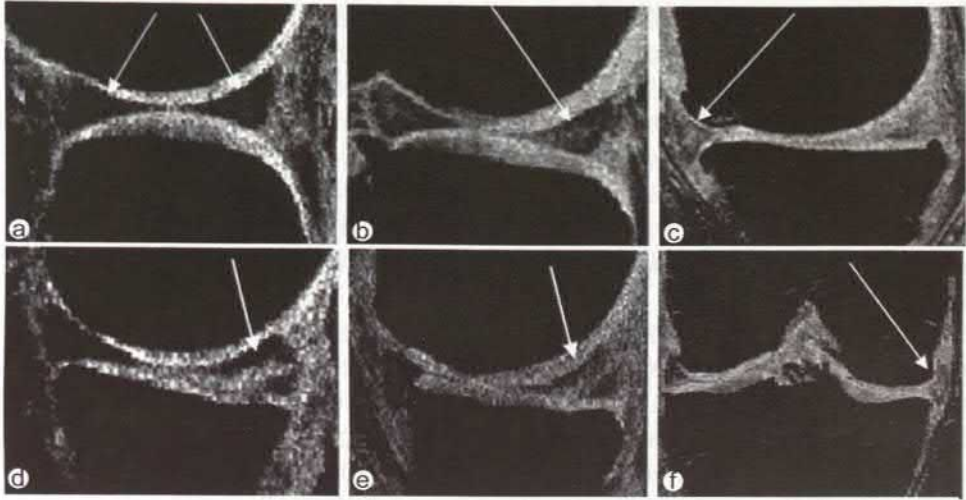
RMN tridimensională cu supresie adipoasă în diferite patologii ale meniscurilor: (a) normă; (b) degenerare; (c) extruzia cornului anterior; (d) și (e) rupturi; (f) extruzia cornului mediu (Berthiaume M.J. et al. *Ann Rheum Dis.*, 2005.64:4 556-563)
